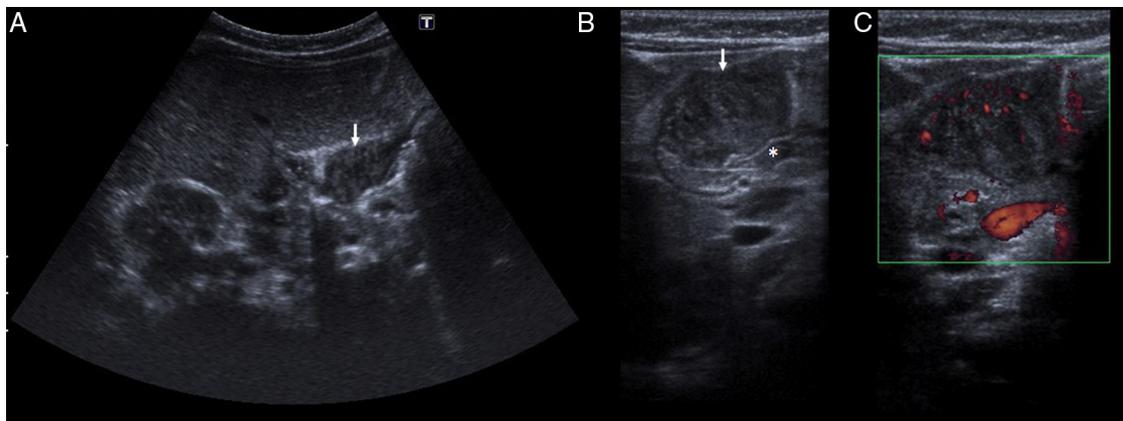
A) Imagen de ecografía con sonda cóvex, corte transversal en el abdomen superior, en la que se observa un engrosamiento nodular, asimétrico y heterogéneo de la pared anterior del píloro (flecha). B) Imagen con sonda lineal en la que se aprecia con mayor definición la lesión en la pared anterior del píloro (flecha). La capa muscular posterior del píloro presenta un espesor normal (*). C) Imagen *power Doppler* con sonda lineal que muestra vascularización en el interior de la masa pilórica.
